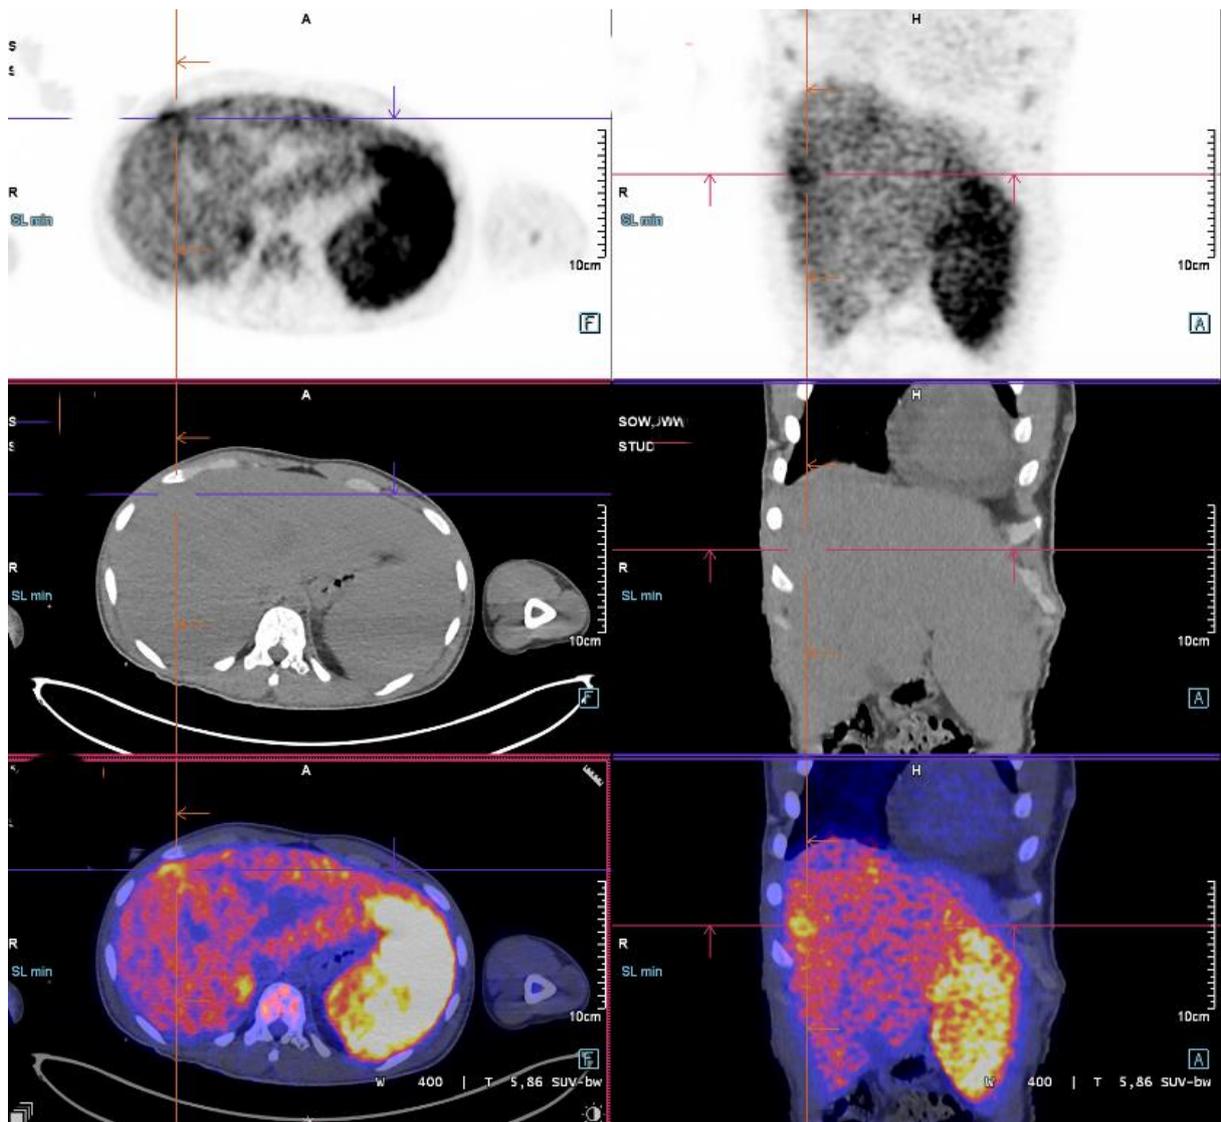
TEP-FDG initial (2/2)
